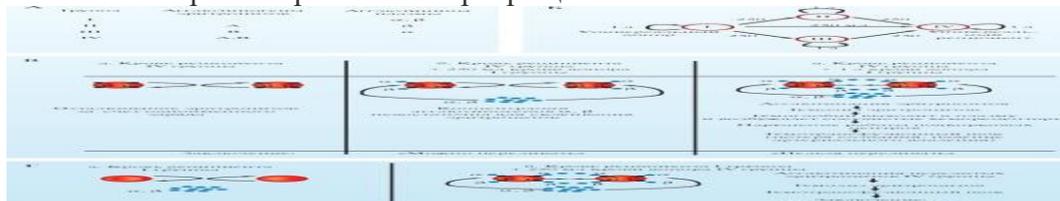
Последовательность взаимодействия агглютининов и агглютиногенов при гемотрансфузии:
